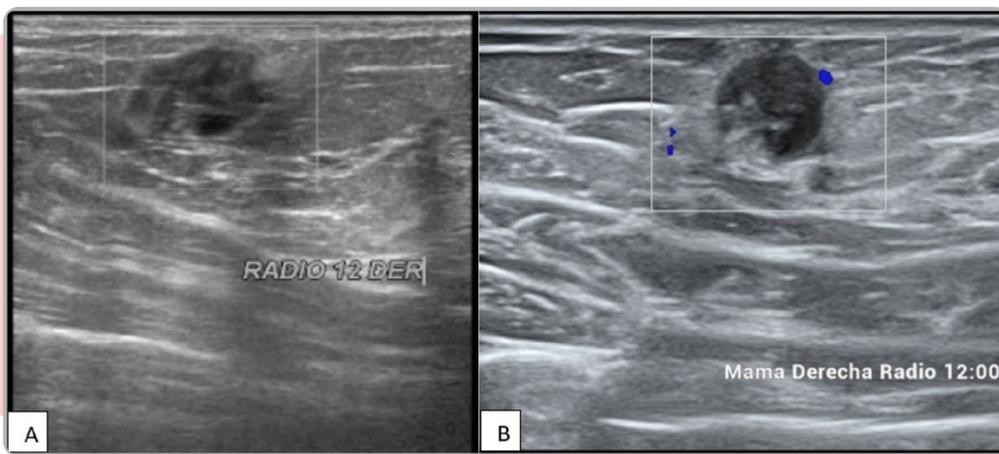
A-B. Ecografía de alta resolución en plano sagital y transversal, observándose un nódulo heterogéneo, subcutáneo, con mínima respuesta de flujo periférico al Doppler color. Reporte histopatológico de TCG.
